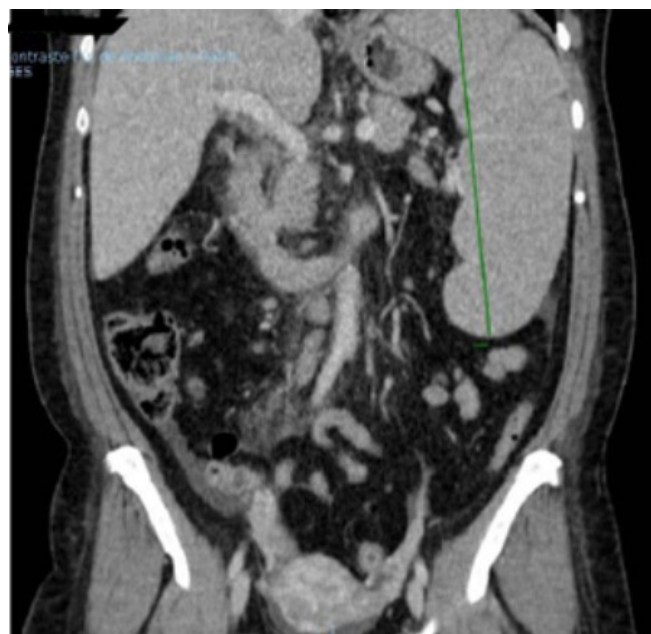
Imagen de TC abdomen donde se observa esplenomegalia de 19 cm y adenopatías retroperitoneales y mesentéricas.
